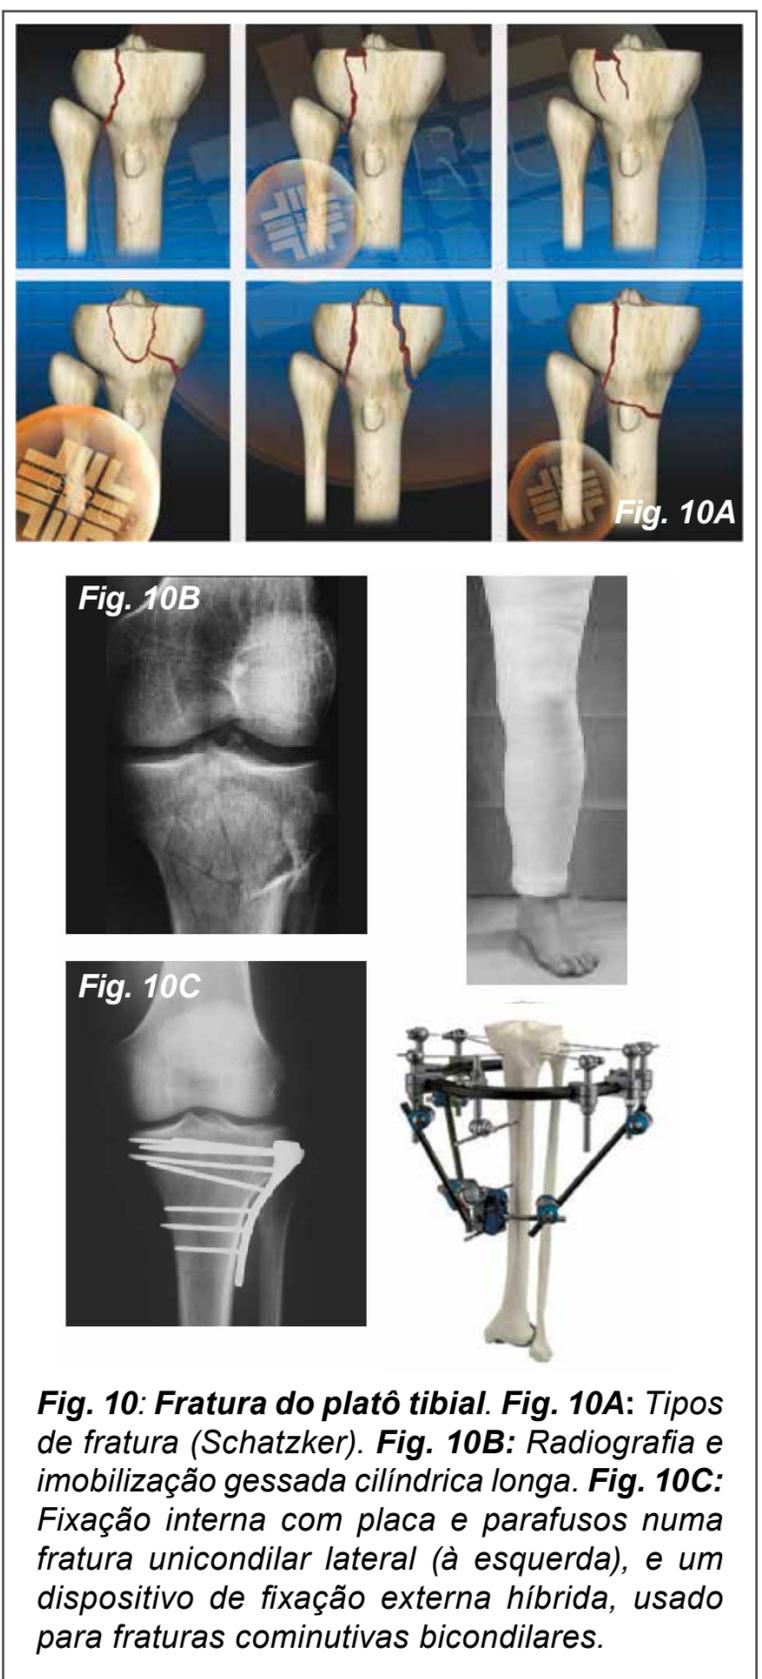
Fratura do platô tibial. Fig. 10A: Tipos de fratura (Schatzker). Fig. 10B: Radiografia e imobilização gessada cilíndrica longa. Fig. 10C: Fixação interna com placa e parafusos numa fratura unicondilar lateral (à esquerda), e um dispositivo de fixação externa híbrida, usado para fraturas cominutivas bicondilares.
